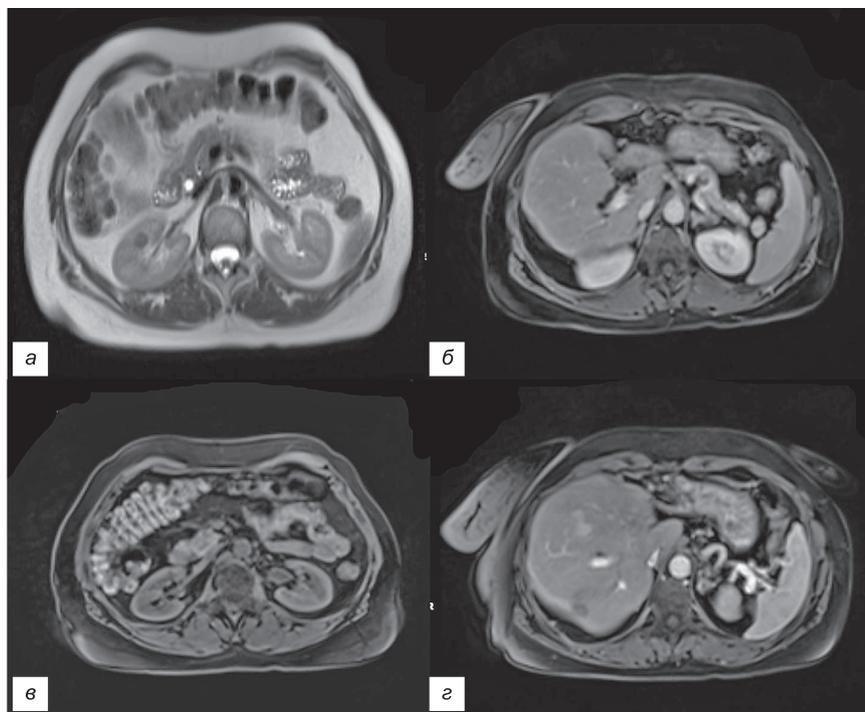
Магнитно-резонансная томография органов брюшной полости. а – метастаз в правой почке; б – метастаз в хвосте поджелудочной железы; в – метастаз в крючковидном отростке поджелудочной железы; г – метастаз в печени.
